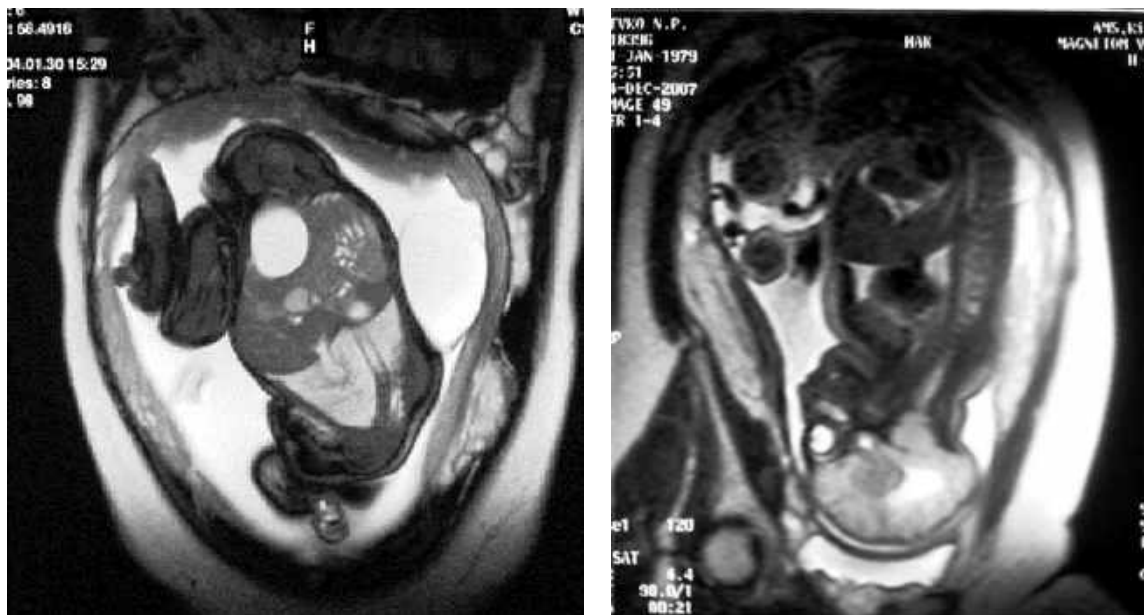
Наблюдение № 79. Антенатальное УЗИ беременной О. (31 неделя беременности) — арахноидальная киста височной доли у плода со спинальной дизрафией.
